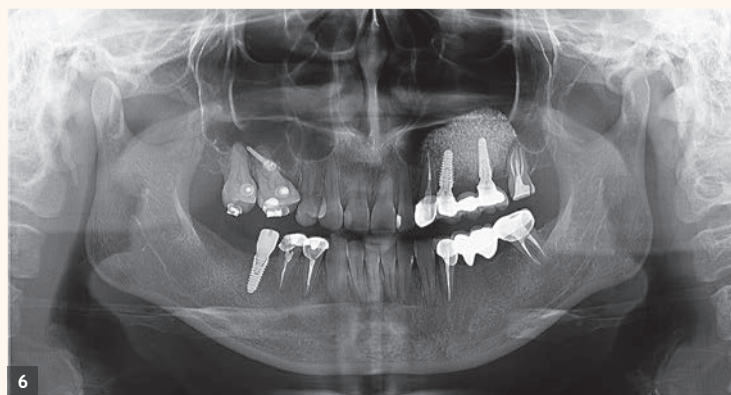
Radiografie panoramică postoperatorie la 1 an de la inserția pieselor protetice finale.
